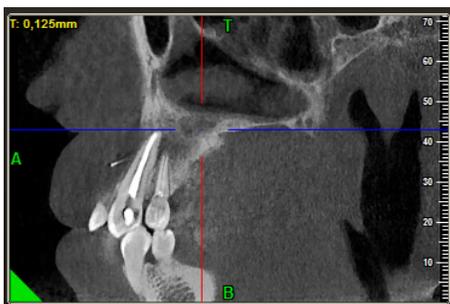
CBCT Control. Corte Sagital
